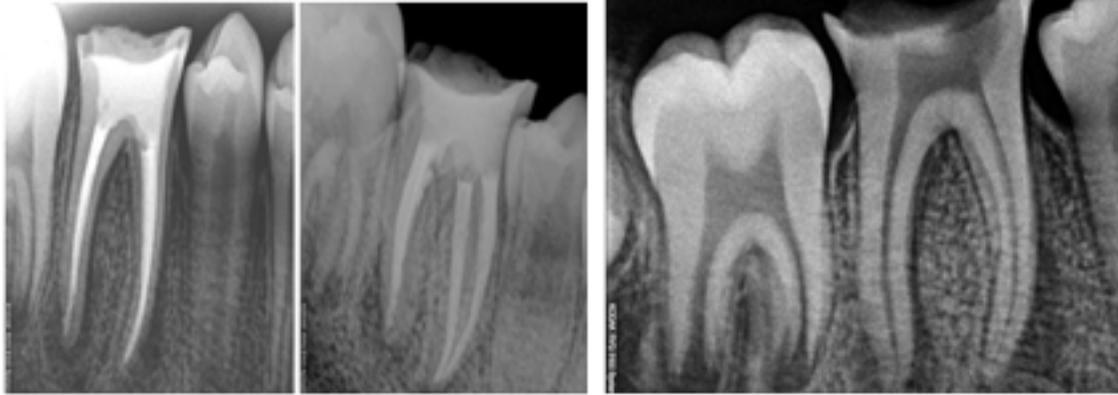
Radiografías finales de tratamiento de conductos en OD # 46, curación sin incidentes.
